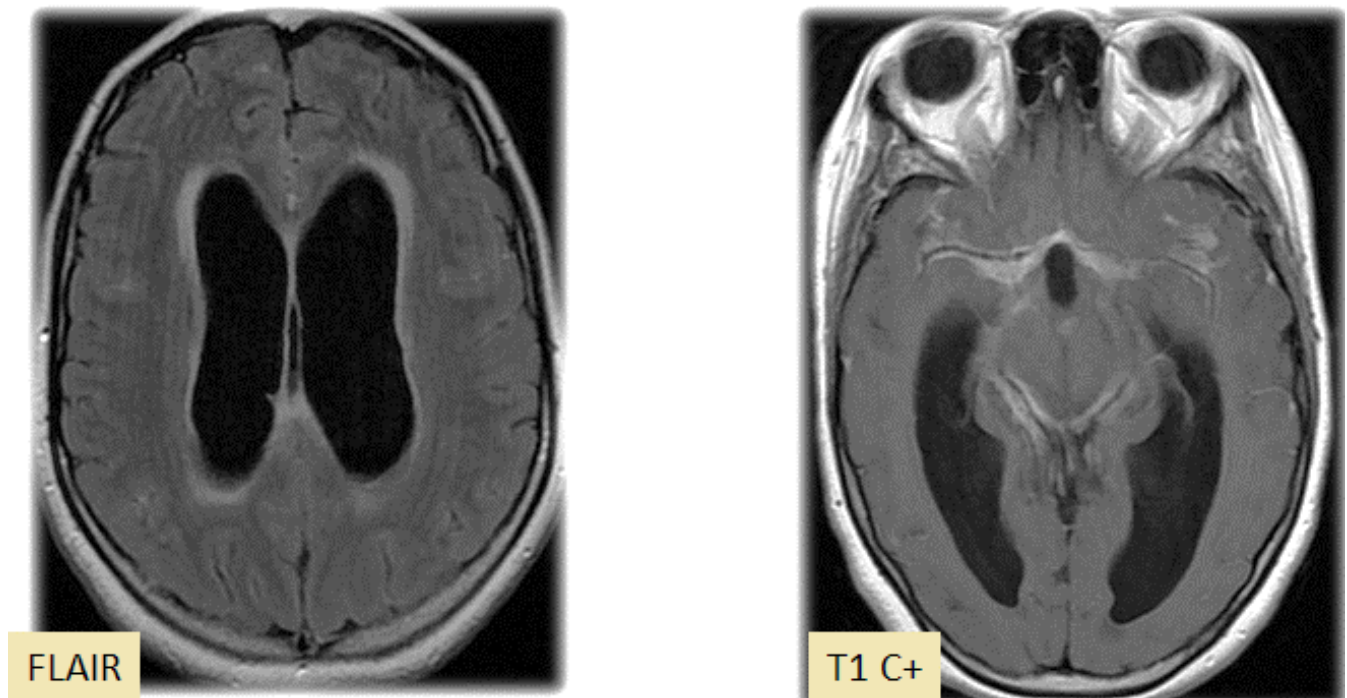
patient âgé de 34 ans admis pour un syndrome d'HTIC. IRM cérébrale en coupe axiale, séquence FLAIR ET T1 après injection GADO : Epaississent et rehaussement leptoméningé des citernes de la base compliqué d'une Hydrocéphalie tri ventriculaire active.
